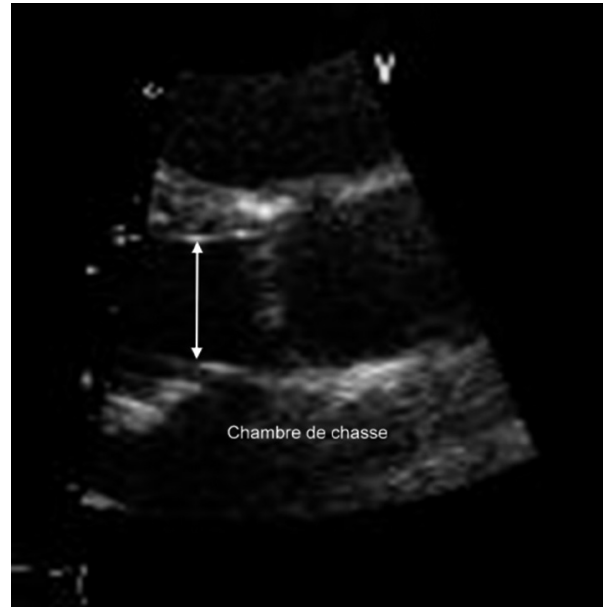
Surface de la chambre de chasse du VG calculée à partir de son diamètre en vue parasternale grand-axe en échographie transthoracique ou grand-axe VG 120° en échographie transoesophagienne.
